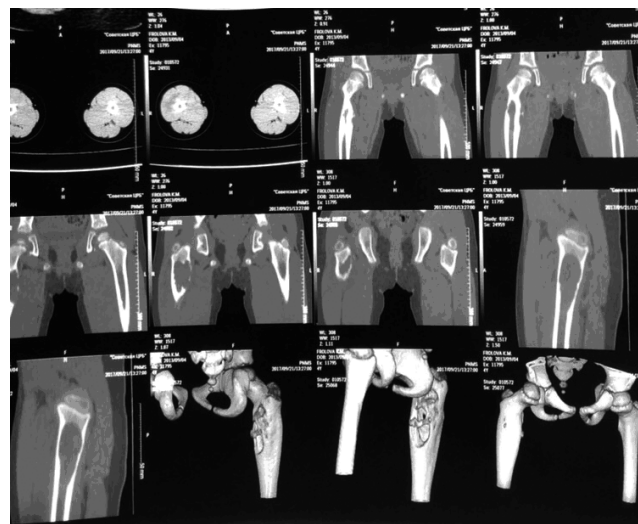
Компьютерная томография правого тазобедренного сустава
